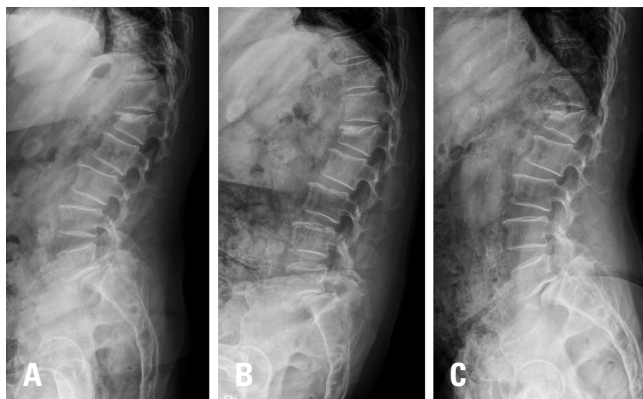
Preoperative plain radiographs: (A) standing (lateral view), (B) flexion, and (C) extension (lateral view). The radiographs show spondylolisthesis at L5 on S1 with instability and a neglected L1 spine compression fracture.
